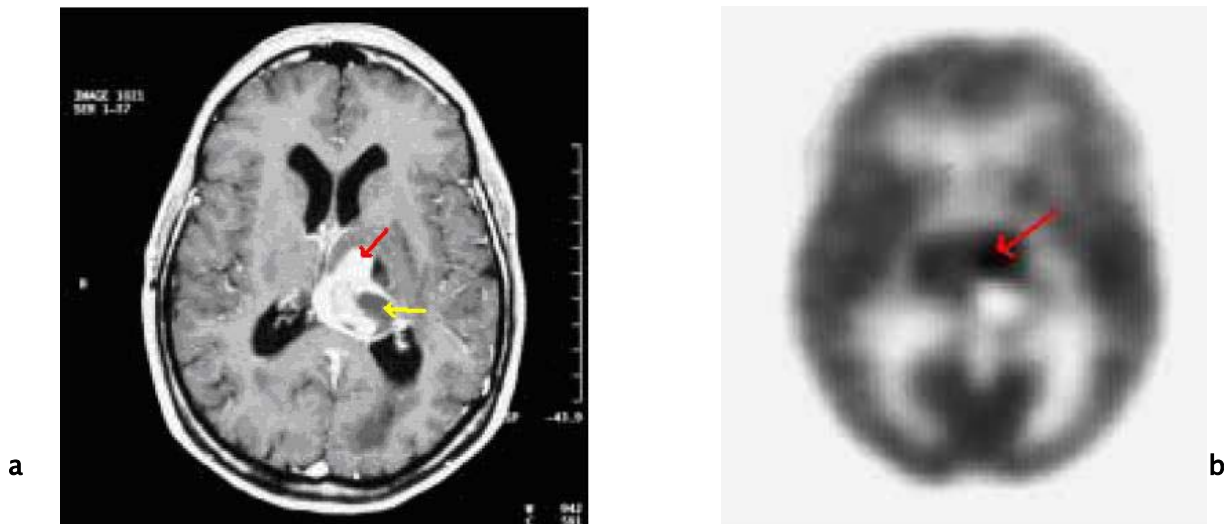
IRM en coupe axiale(a), séquence T1 montrant un glioblastome du thalamus gauche ; la lésion présente une partie ventrale(flèche rouge) avec concentration homogène du produit de contraste et une partie dorsale kystique(flèche jaune) avec concentration inhomogène. La TEP au ^{18}F -FDG (b) montre un métabolisme du glucose très net aussi bien au niveau de la partie ventrale de la lésion qu'à celui de la substance grise dans son ensemble ; la PET a permis d'isoler avec exactitude le tissu tumoral actif (partie ventrale), la partie dorsale correspond à une nécrose tumorale. (79)
